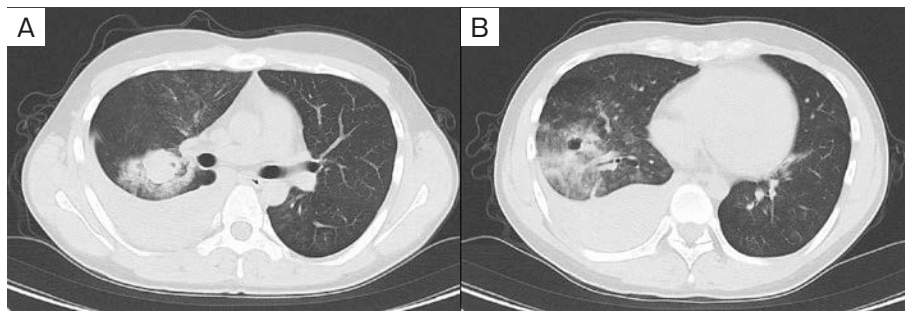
Chest CT taken at the previous hospital. (A) Right pleural effusion and interlobar fluid containing air bubbles were observed, which were surrounded by consolidation. (B) Cavity and consolidation were observed in the right lower lobe.
